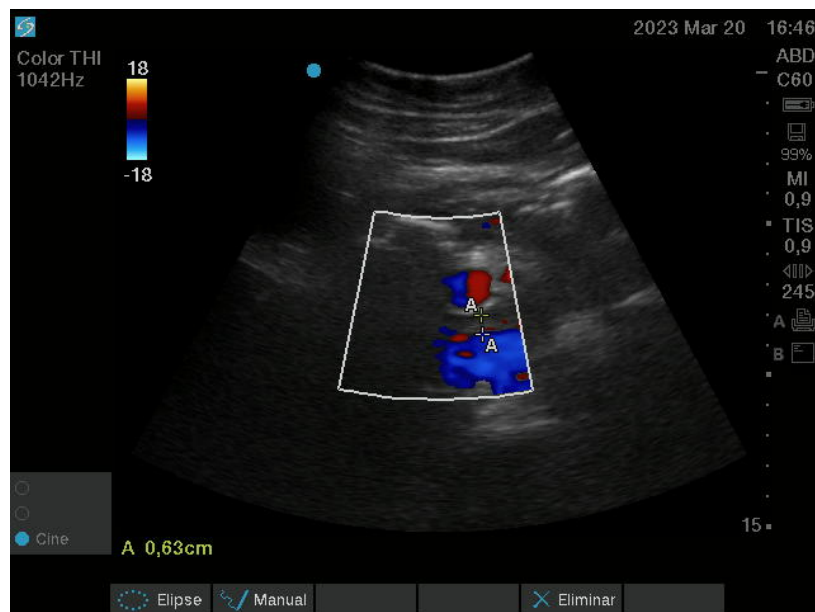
Ecografía abdominal con sonda cóncava. Doppler color. Conducto biliar dilatado 6,3 mm
